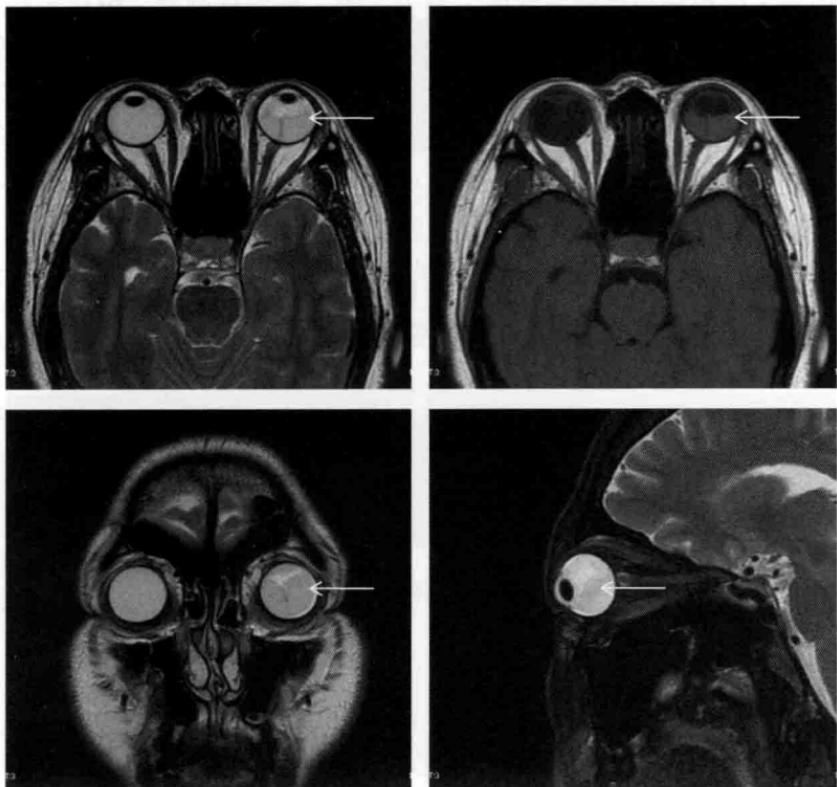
MRI 轴位 T<sub>2</sub>WI、T<sub>1</sub>WI 序列，冠状位 T<sub>2</sub>WI，矢状位 T<sub>2</sub>WI 脂肪抑制序列，箭头示左眼球后缘花瓣状长 T<sub>1</sub>、长 T<sub>2</sub> 信号影，向玻璃体腔突出，符合典型视网膜脱离表现
